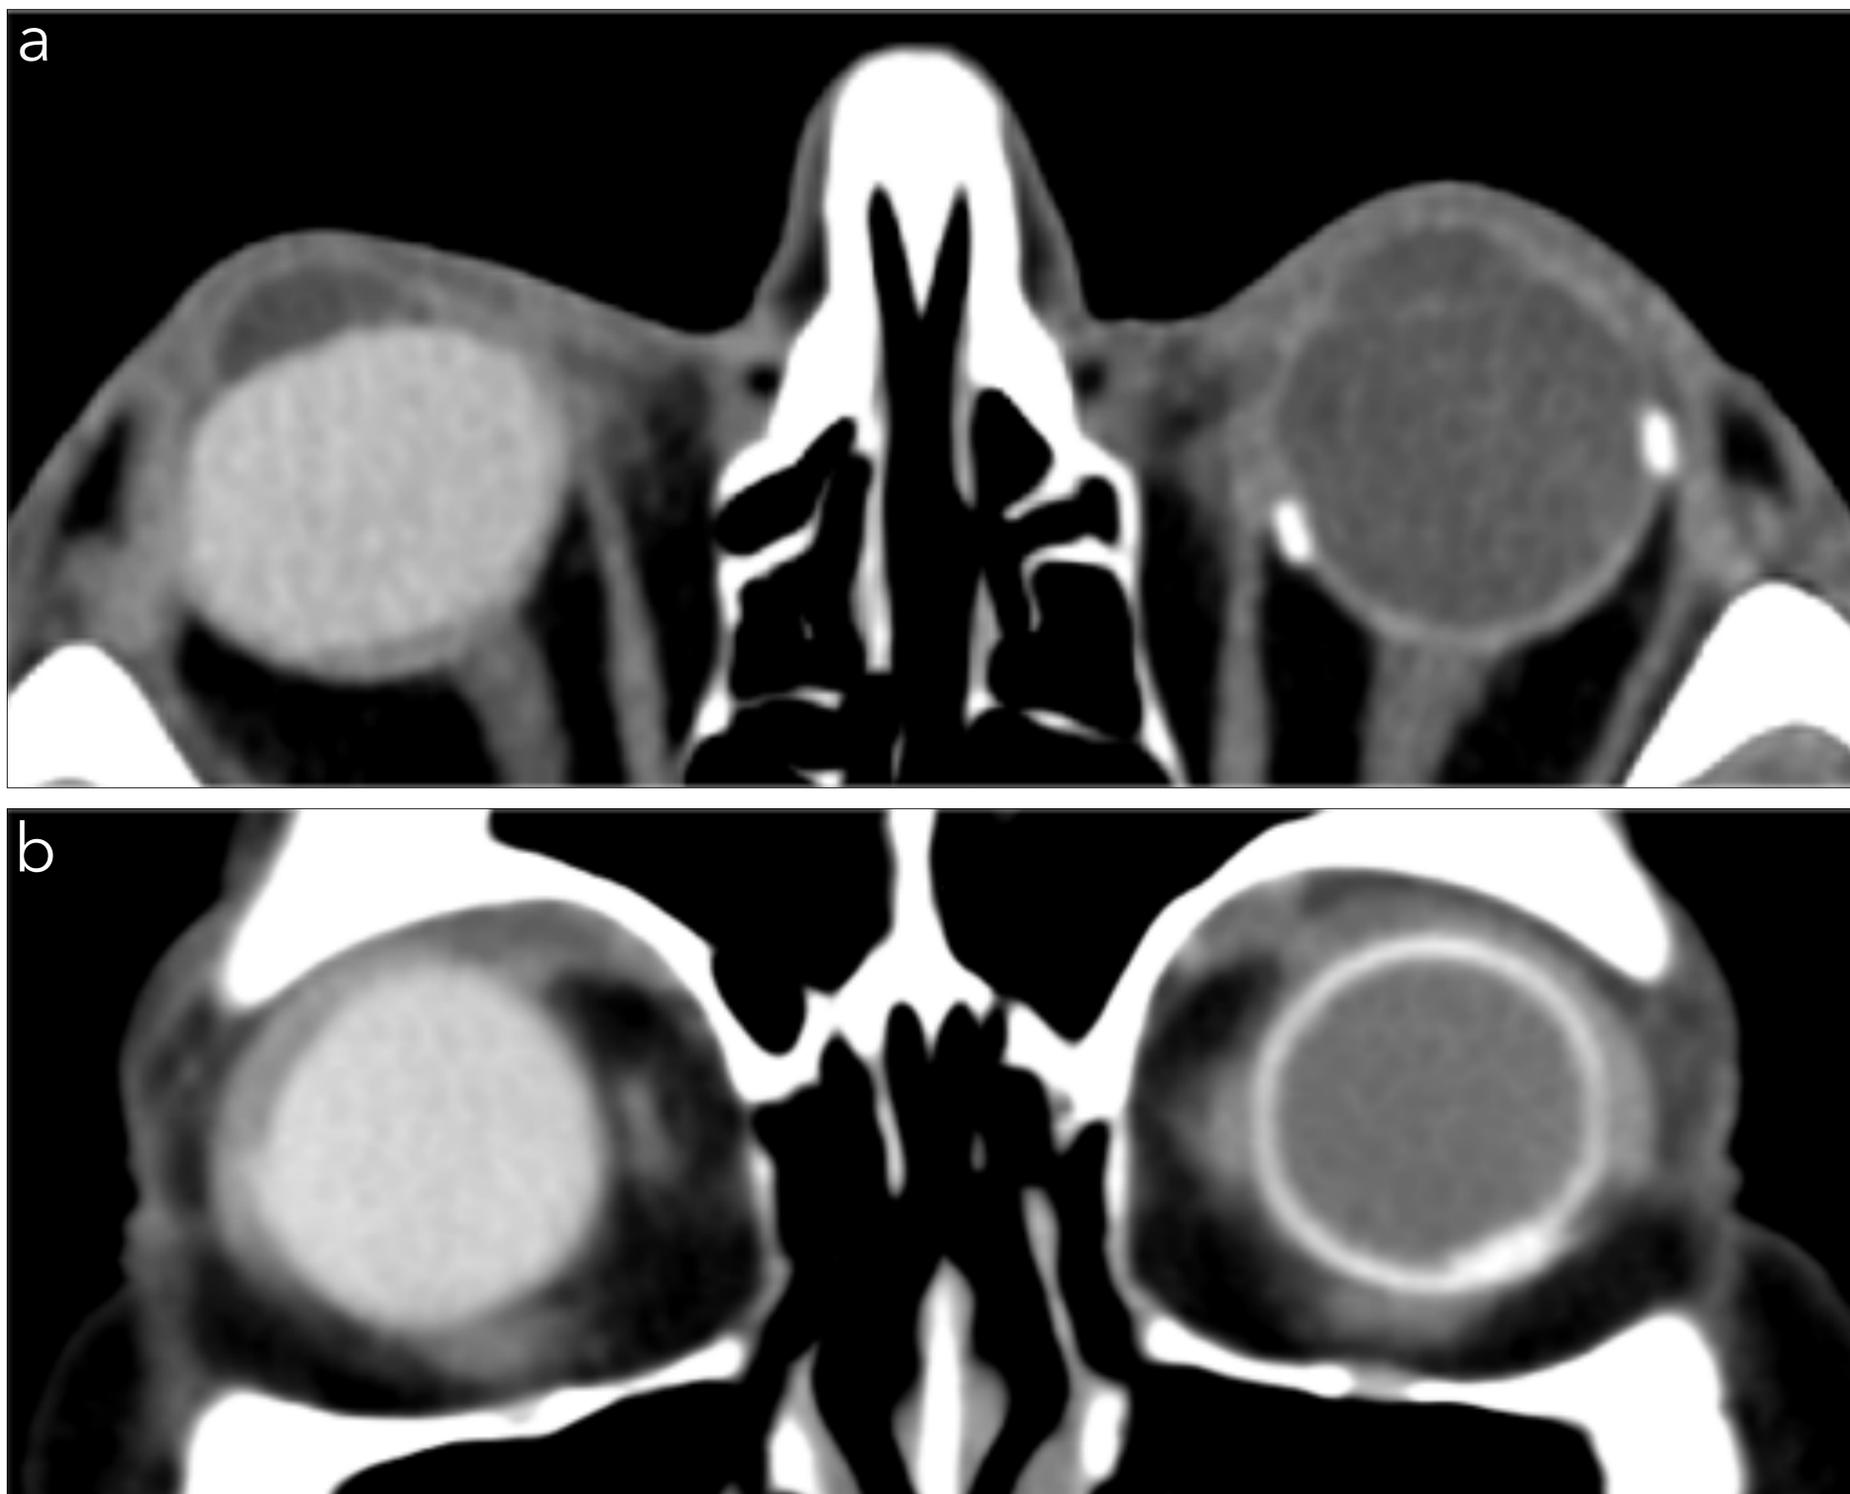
Cerclaje escleral con banda de silicona en un paciente con desprendimiento de retina. Cortes axial (a) y coronal (b) de TC muestran una estructura lineal hiperdensa que rodea al ojo izquierdo. Adicionalmente se observa una vitrectomía con aceite de silicona en el ojo derecho.
